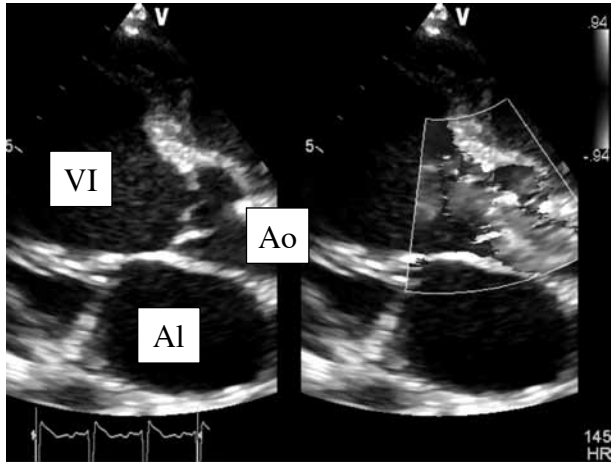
Ecocardiograma (eje largo del ventrículo izquierdo) se observa insuficiencia aórtica severa.
